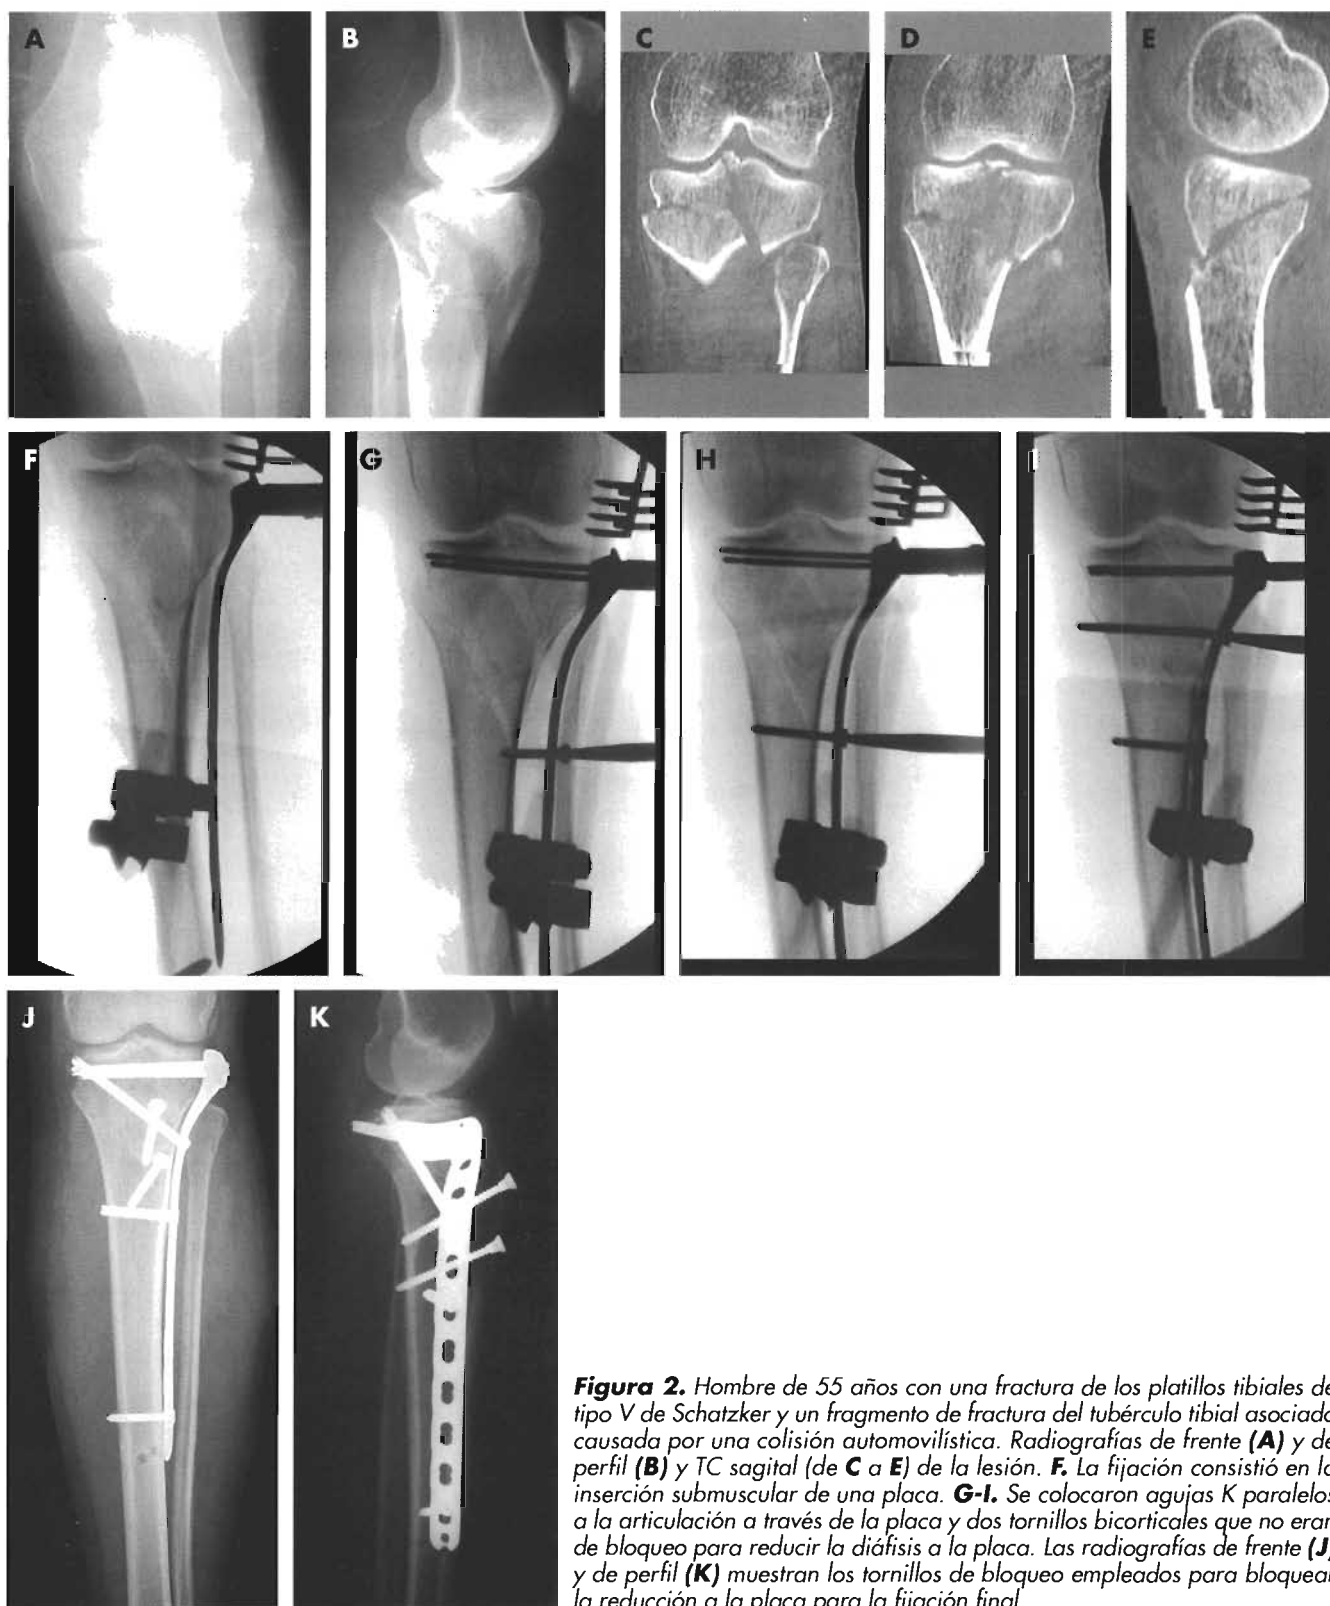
Hombre de 55 años con una fractura de los platillos tibiales de tipo V de Schatzker y un fragmento de fractura del tubérculo tibial asociado causada por una colisión automovilística. Radiografías de frente (A) y de perfil (B) y TC sagital (de C a E) de la lesión. F. La fijación consistió en la inserción submuscular de una placa. G-I. Se colocaron agujas K paralelos a la articulación a través de la placa y dos tornillos bicorticales que no eran de bloqueo para reducir la diáfisis a la placa. Las radiografías de frente (J) y de perfil (K) muestran los tornillos de bloqueo empleados para bloquear la reducción a la placa para la fijación final.
